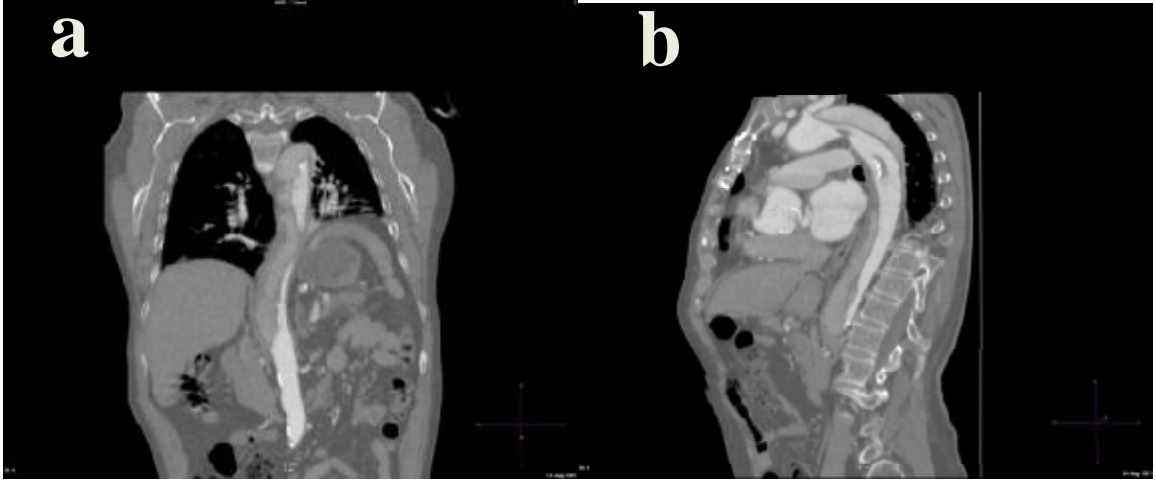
TEVAR sonrası 6. Ay takip BT anjiyografi incelemesinde (a) 3D reformat görüntüde anevrizmanın dolaşımdan dışlandığı izlenmektedir. (b) Aksiyel kesitler değerlendirildiğinde interkostal arter kaynaklı yalancı lümen parsiyel perfüzyonu izlenmektedir (ok).
